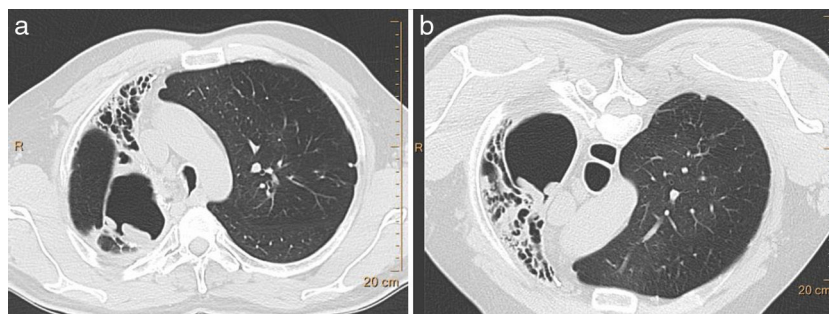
Aspergiloma saprofítico en un varón de 49 años con historia previa de lobectomía superior derecha. Imagen axial de TC con el paciente en supino (a) y pronó (b), y ventana de pulmón donde se demuestra cómo las masas intracavitarias modifican su posición y se sitúan en posición declive.
